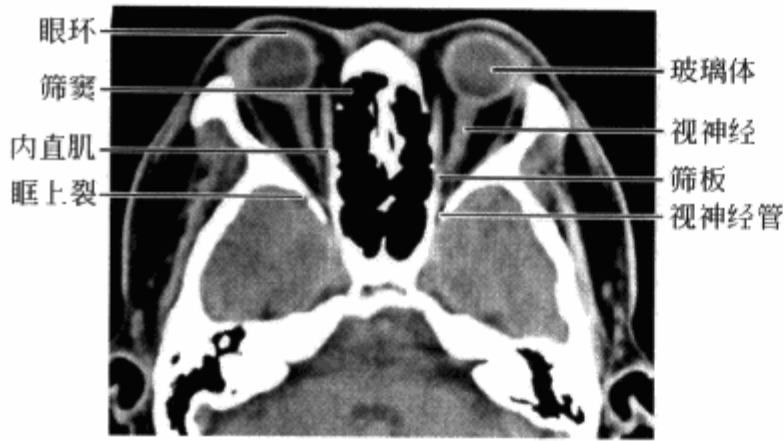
正常眼眶横轴位 CT 扫描眼球中部层面
